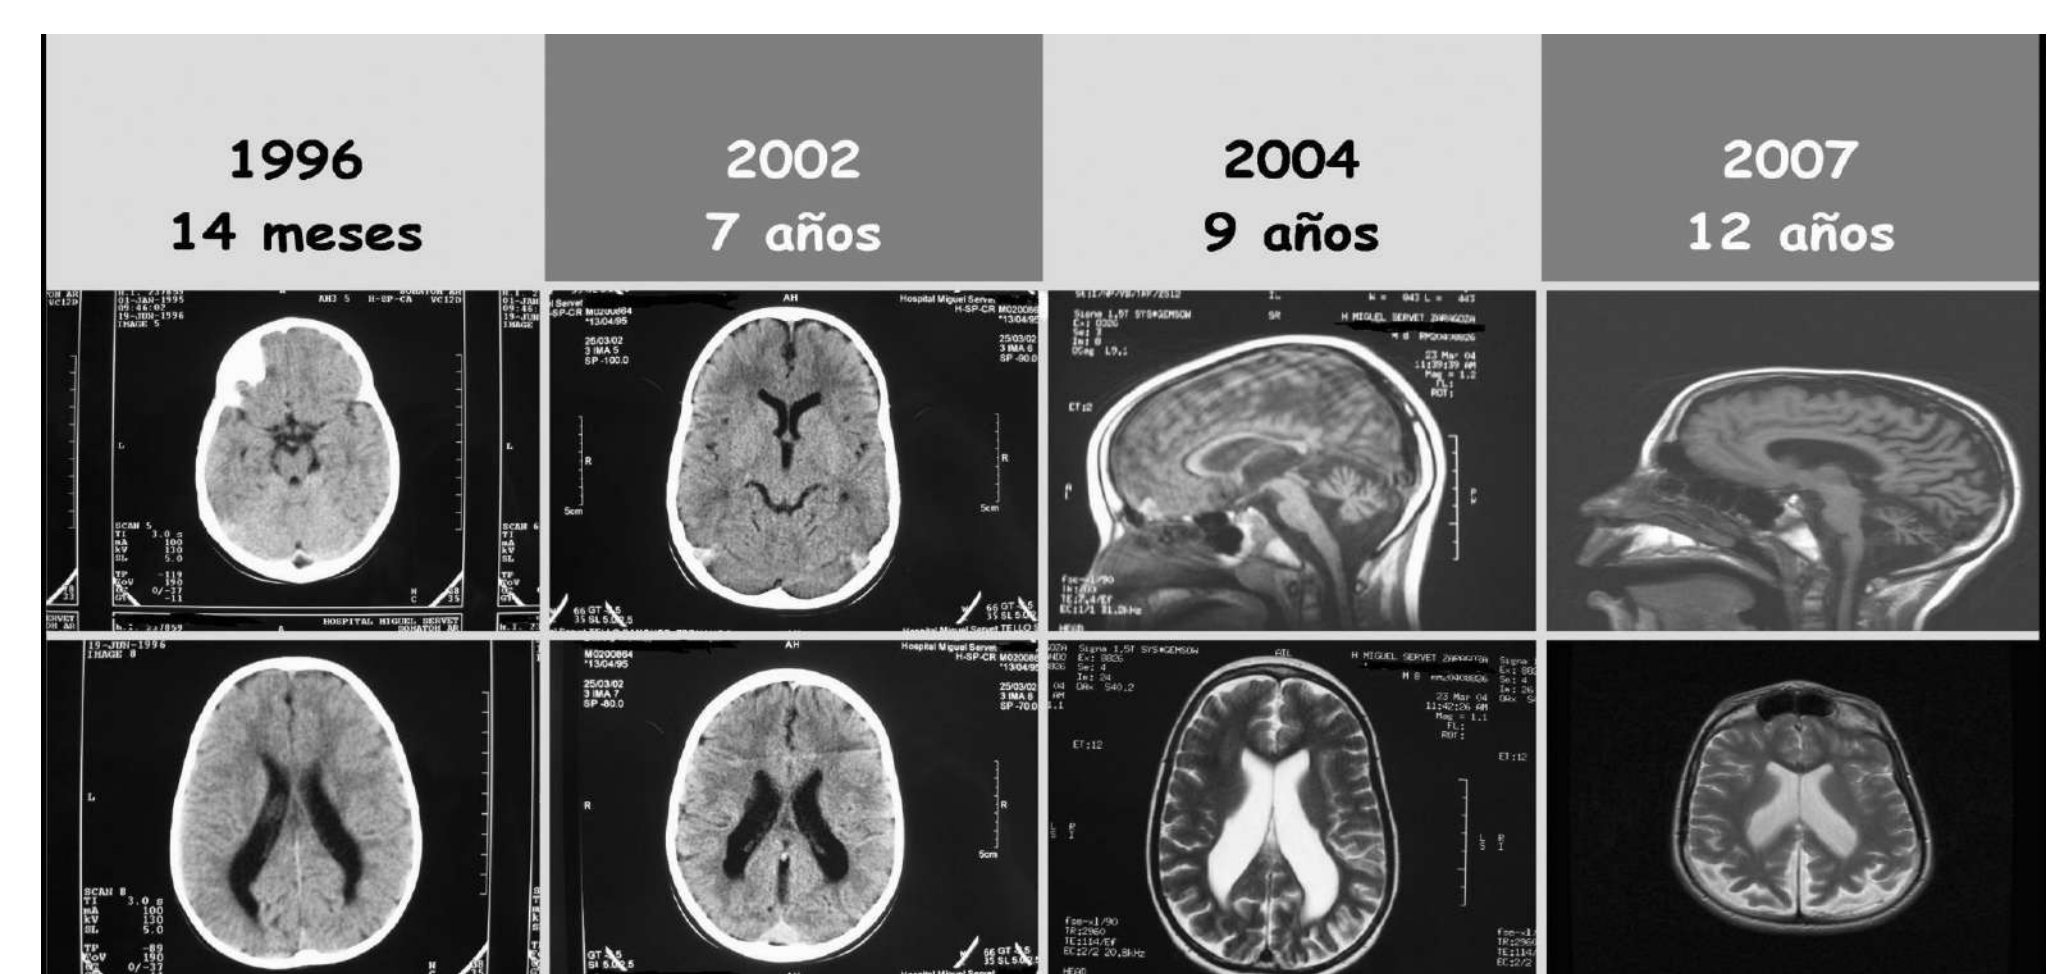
Evolución de la neuroimagen. TC con 14 meses y 7 años compatible con leucomalacia periventricular. RM con 9 y 12 años atrofia cerebelosa y supratentorial de predominio posterior.
